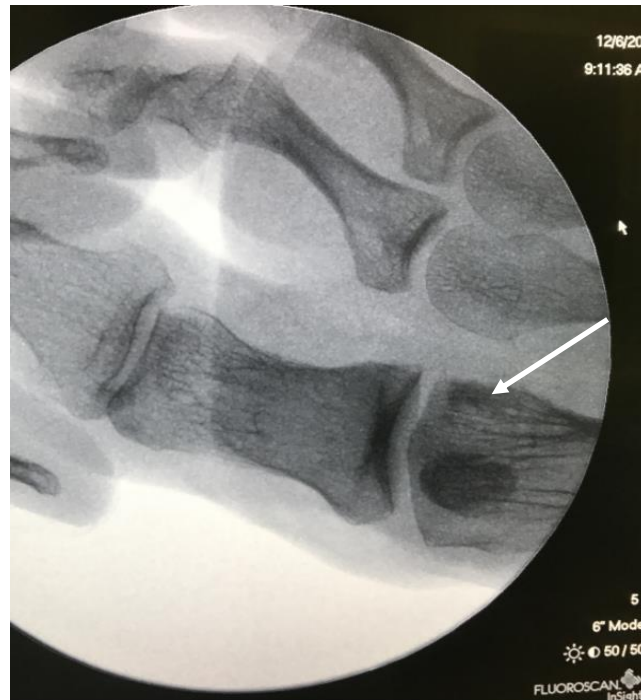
Интраоперационная рентгенография (электронно-оптический преобразователь), внутрисуставные фрагменты и большая часть сесамовидной кости удалены [28]
